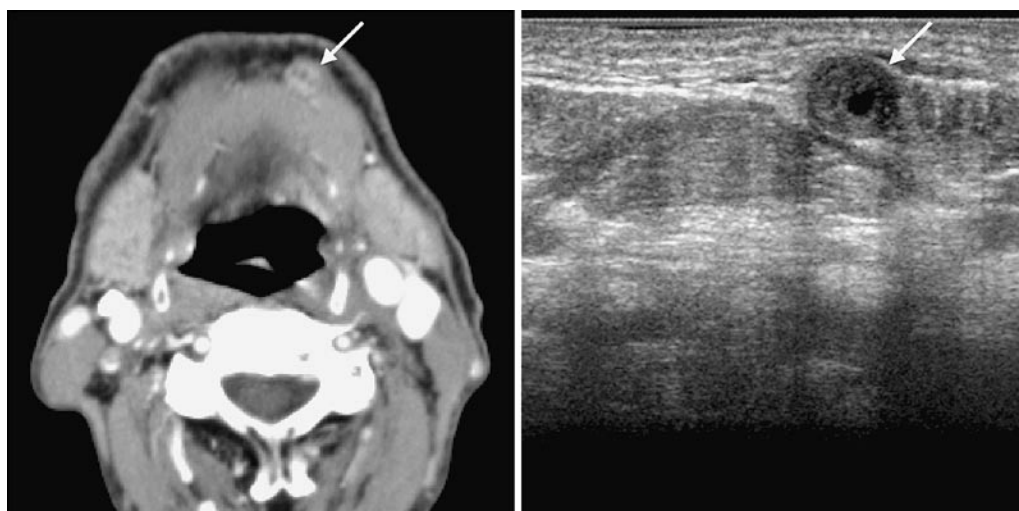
(左)：造影 CT；リンパ節内部に造影されない低濃度域が認められる
